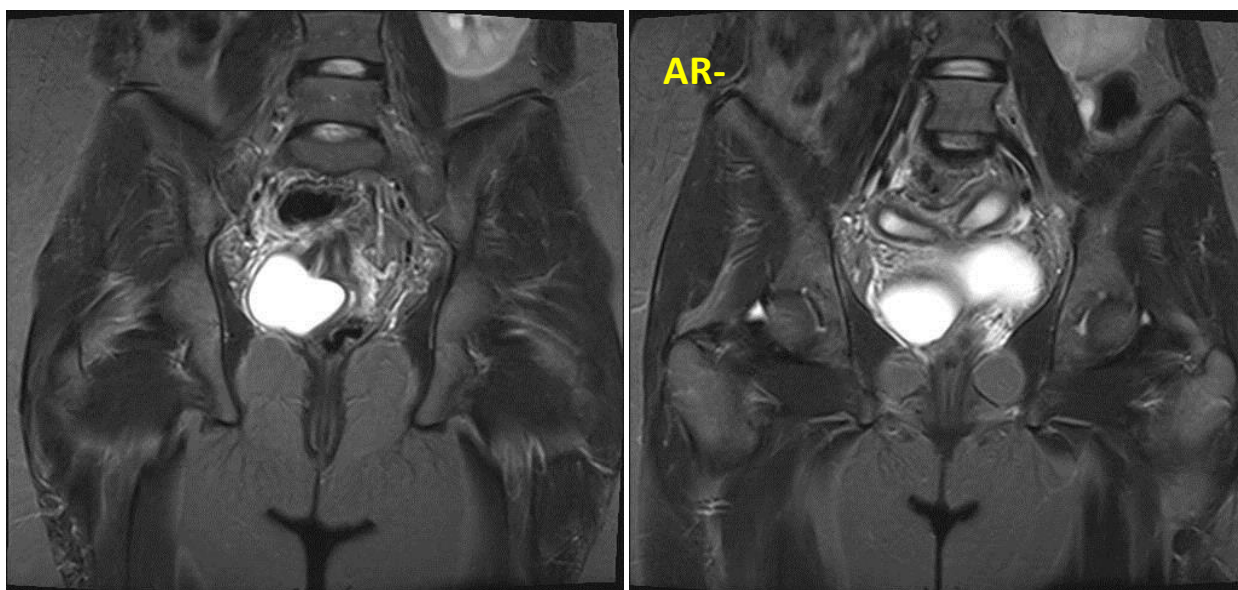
IRM a cavității abdominale și organelor bazinului mic. Secvența în ponderație T2 în plan coronal. Sindromul HWW din dreapta (două corpuri uterine separate și două canale cervicale). Agenezia rinichiului drept (AR-) și hipertrofie compensatorie a rinichiului stâng
